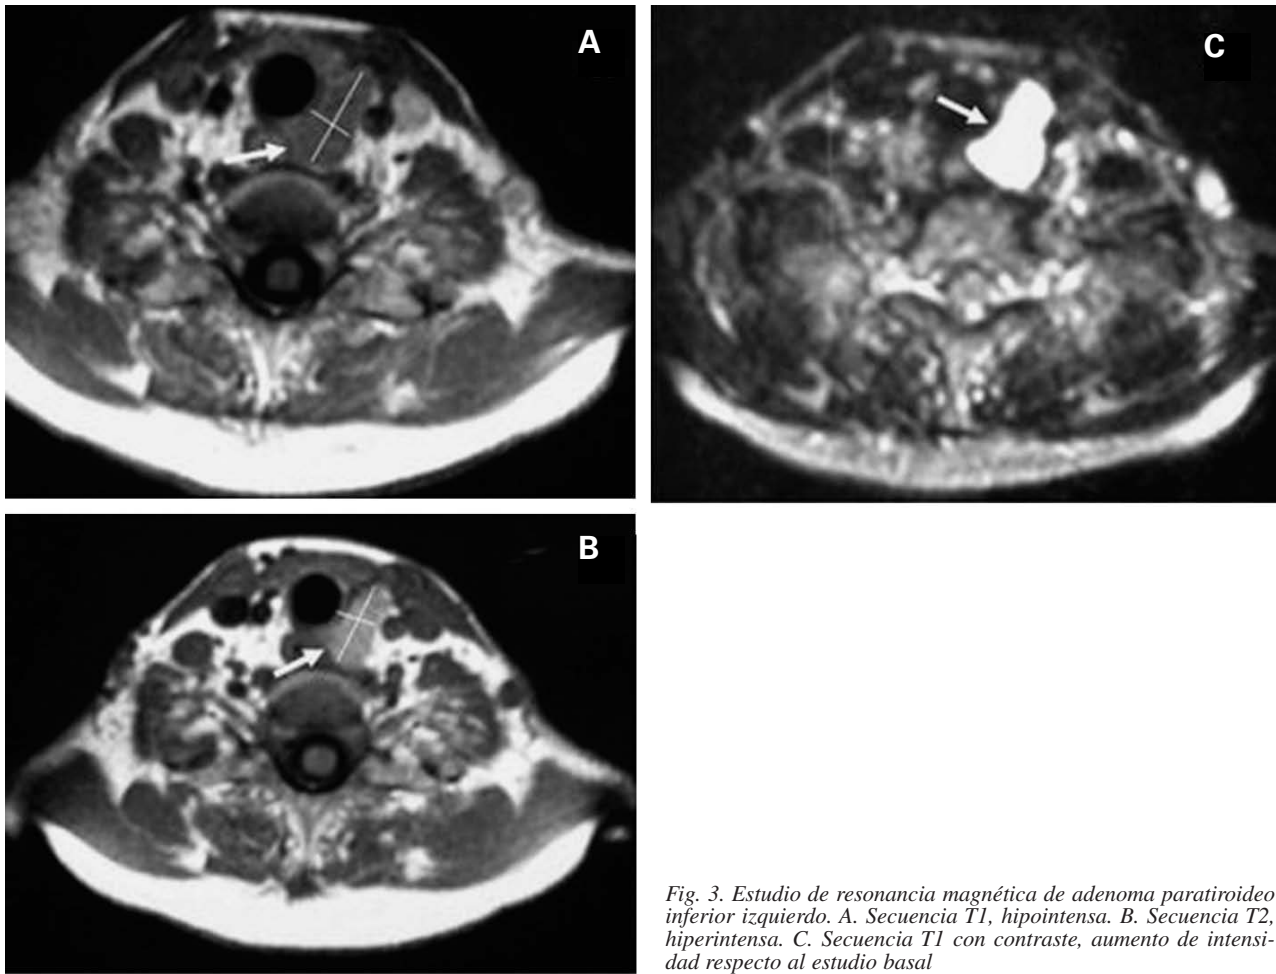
Estudio de resonancia magnética de adenoma paratiroideo inferior izquierdo. A. Secuencia T1, hipointensa. B. Secuencia T2, hiperintensa. C. Secuencia T1 con contraste, aumento de intensidad respecto al estudio basal
